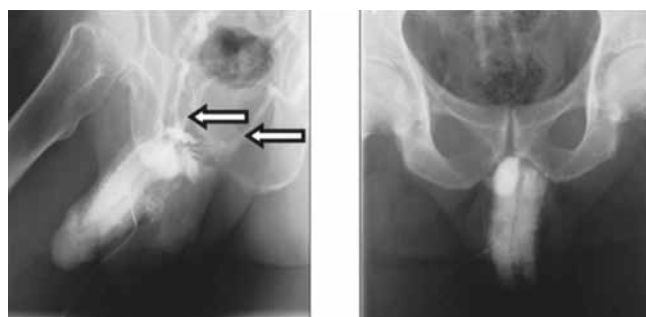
Рентгенологическая кавернозография
